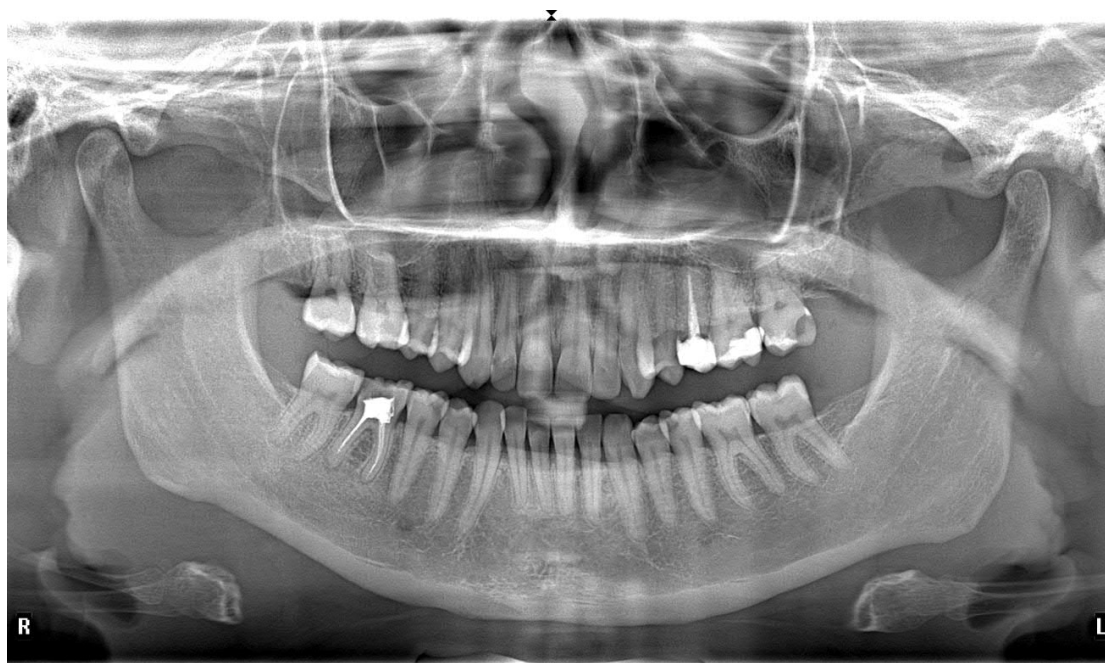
Ортопантомографія пацієнтки Б. 34 р., іст. хв. № 18
